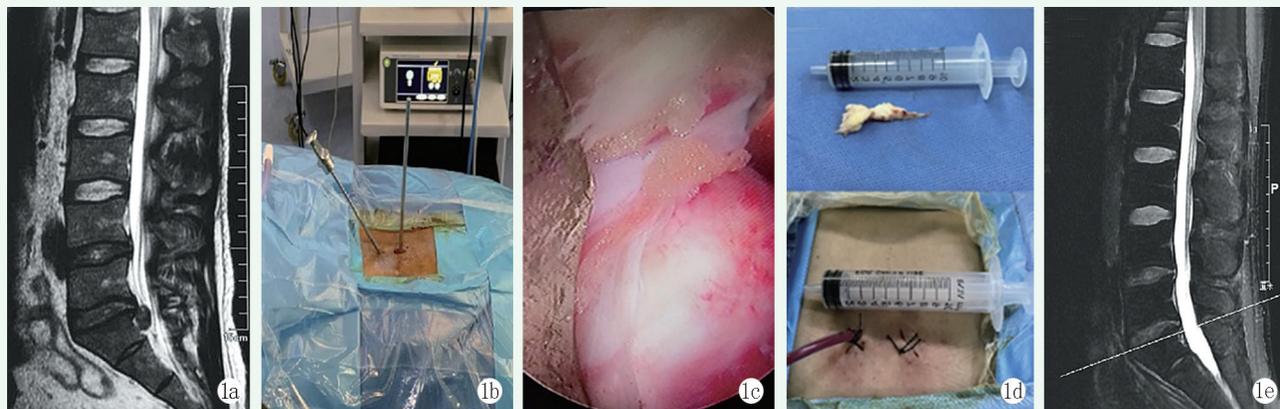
患者,男,34岁 1a:术前MRI显示L<sub>5</sub>S<sub>1</sub>巨大椎间盘突出 1b:术中透视确认责任椎间隙后,症状侧建议2个入路,逐级扩张2个入路至椎板,并使其交汇 1c:术中显露出突出的椎间盘 1d:术中取出的髓核组织外观,与术毕时切口外观 1e:术后第3个月复查MRI,显示L<sub>5</sub>S<sub>1</sub>突出髓核切除,减压良好
